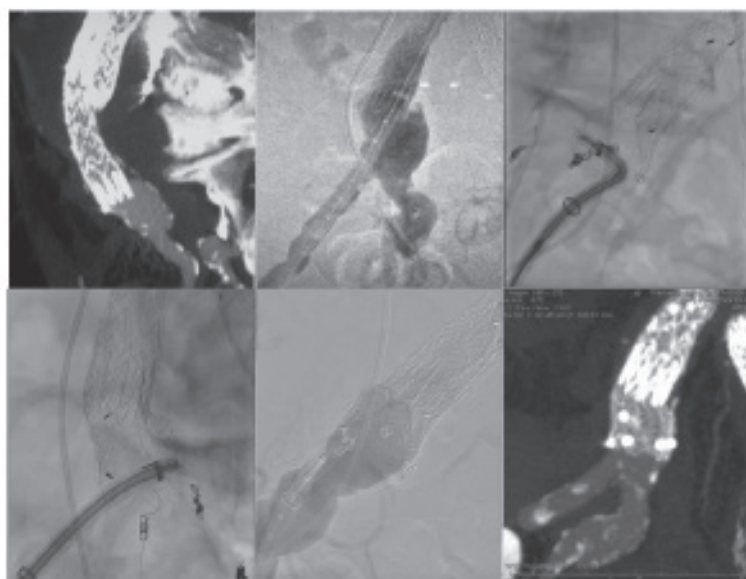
Arriba izq.: Tomografía que muestra dilatación de la arteria iliaca común izquierda con endoleak tipo IB. Angiografía intraoperatoria para colocación de segmento iliaco en pata de elefante. Arriba der: colocación de las endograpas. Abajo izq.: Endograpas para fijar la extensión iliaca. Se logra ver el catéter a nivel del uréter para marcación. Angiografía final. Abajo der.: Tomografía final sin endoleak.
